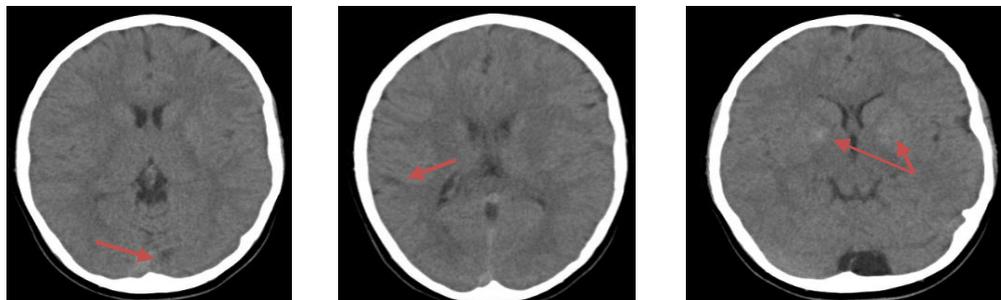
TC craneal sin contraste: en las imágenes de la izquierda se observan hipodensidades focales subcorticales lóbulo occipital izquierdo y parietal derecho en relación con lesiones isquémicas antiguas.
